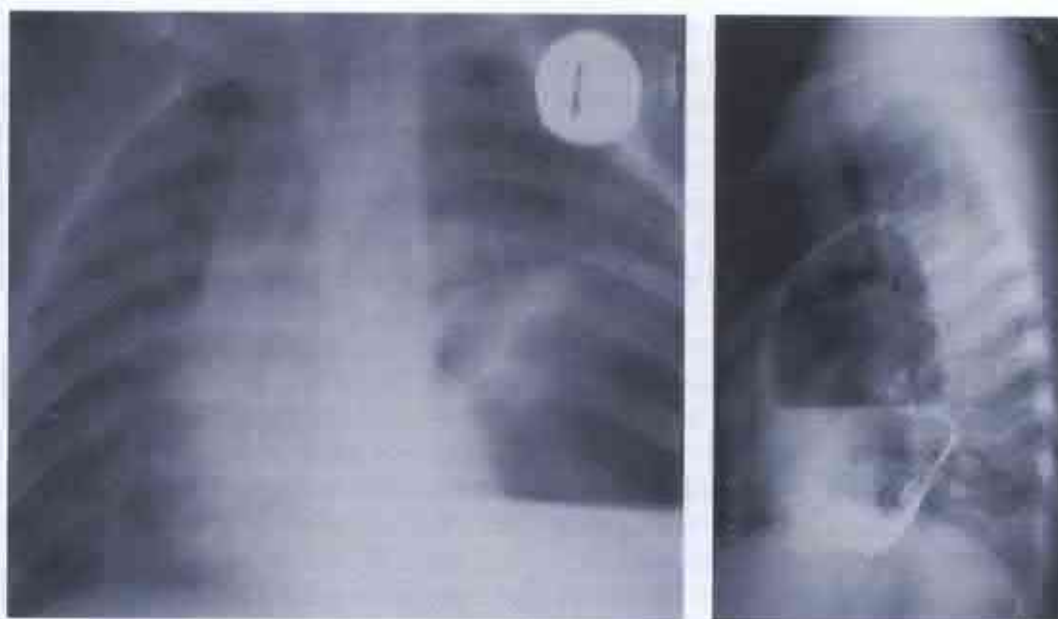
Pacientul G., 4 ani, Radiografie toracică în 2 proiecții cu contrastarea tractului digestiv. Semne radiologice de gastrotorax.
